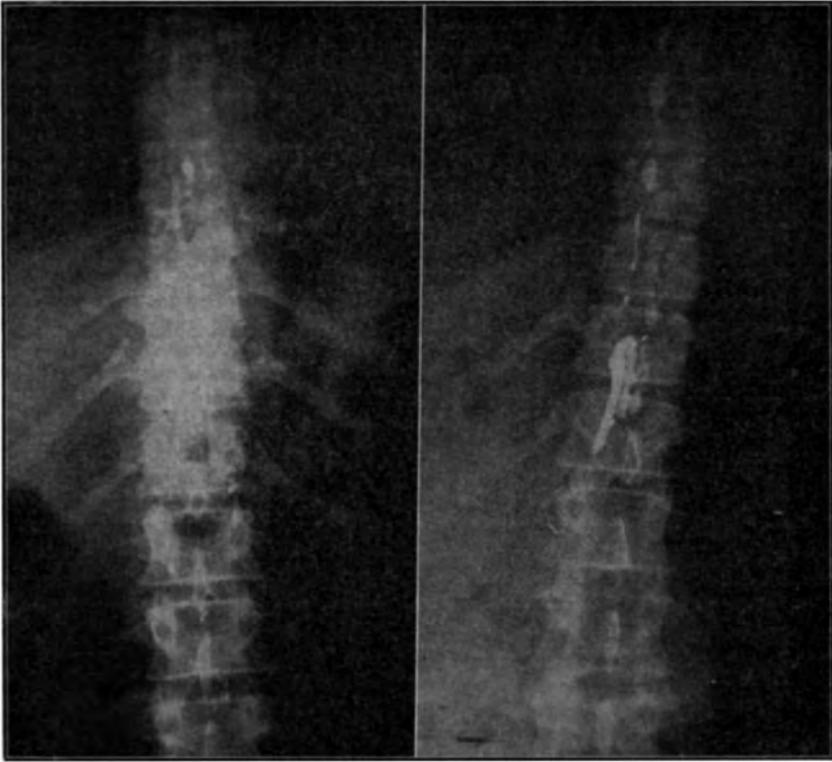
Perimielografia com lipiodol, demonstrando aracnoidite em quase tôda a altura da coluna torácica. Parada do contraste entre T12 e L1, em conseqüência de bloqueio do espaço perimedular, por tumor (radiografias feitas, respectivamente, em 20 junho e 18 julho 1945).
